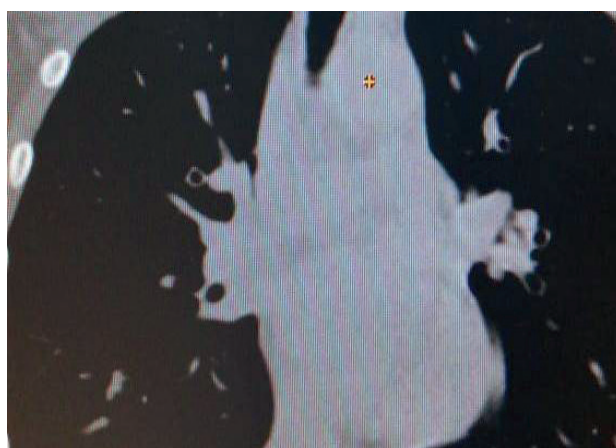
Фронтальный скан КТ исследования. Воздух из забрюшинного пространства распространился через средостения до межфасциальных пространств шеи
